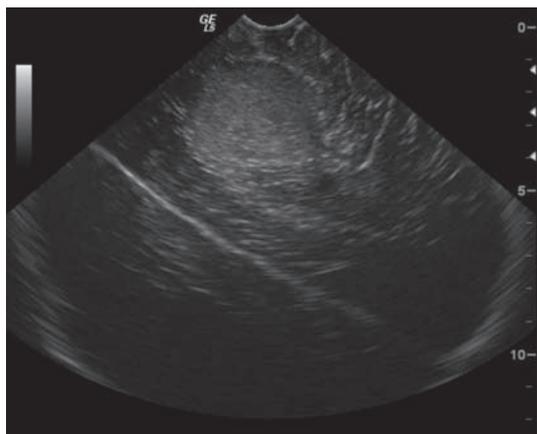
超声显示低级别星形细胞瘤局限性稍高回声区，边界清晰，内部回声较均匀
